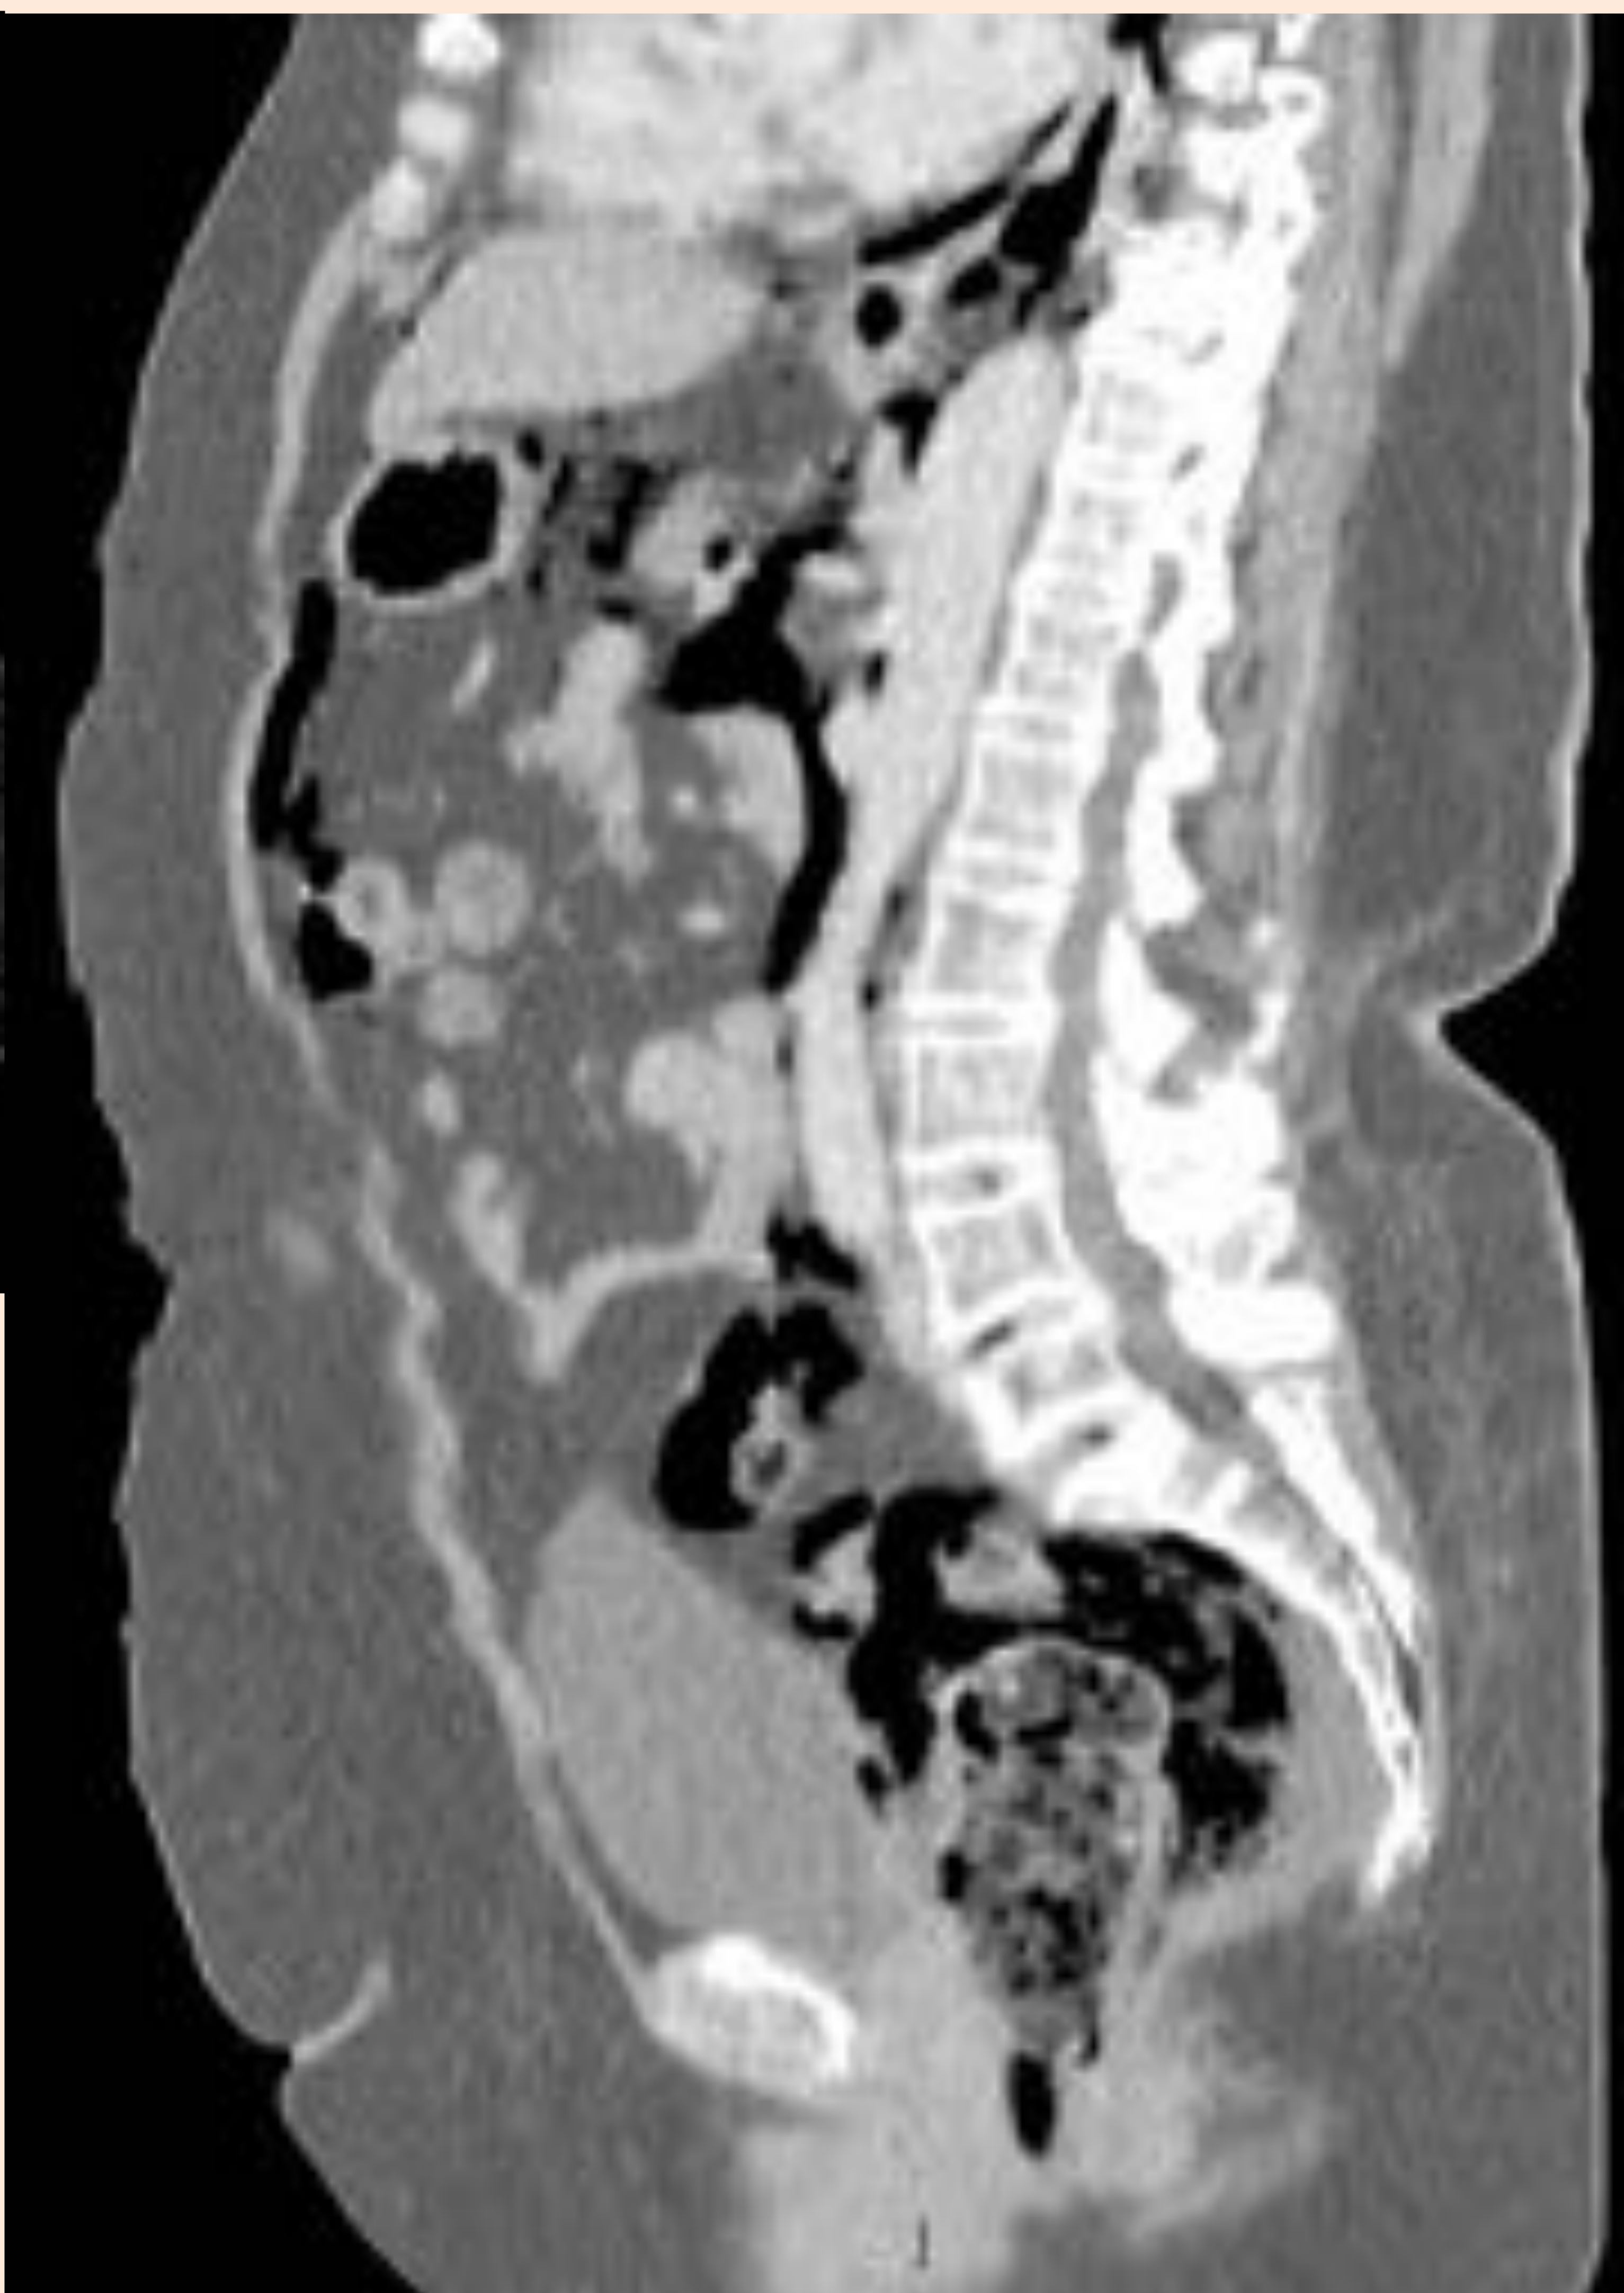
y 10 Corte axial y coronal de TC de paciente con perforación de recto iatrogénica (secundaria a enema)
